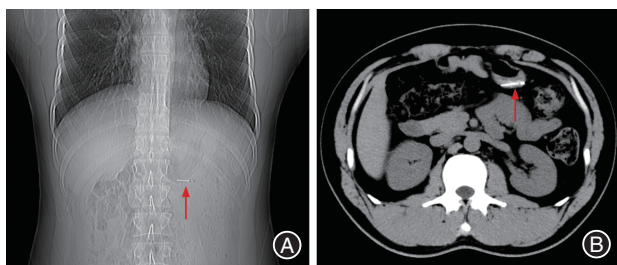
患者急诊胸部CT图像 A:全景观;B:水平位;箭头示车针位于胃内。
